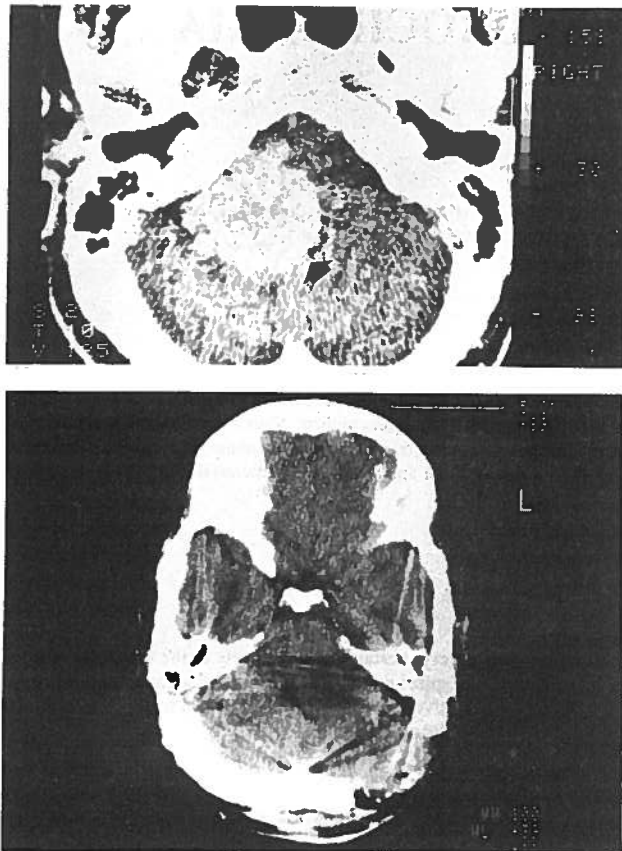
A. TAC craniana demonstrando a presença de um volumoso neurinoma do acústico (seta).
